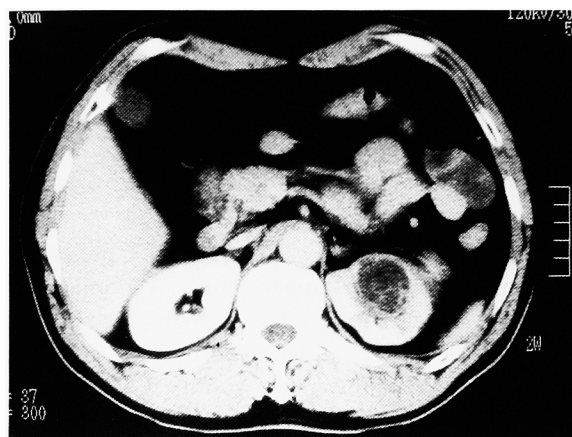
Computed tomography. Computed tomography with intravenous contrast administration demonstrates a slightly enhancing, heterogeneous solid mass in the upper pole of the left kidney.
